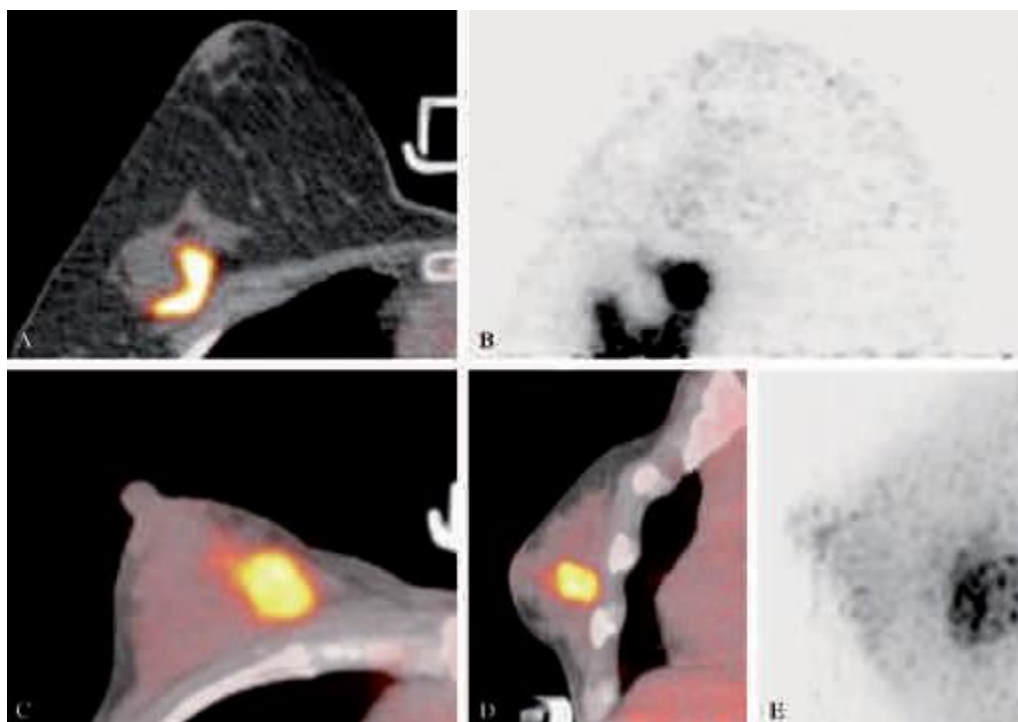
Captación de FDG en un tumor cercano a músculo pectoral con área de necrosis en su interior. En imágenes inferiores se muestra la captación de otro tumor en una mama de poco volumen. Fuente: B. B. Koolen, T. S. Aukema, A. J. G. Martínez, W. V. Vogel, L. C. Ontanaya, and M. J. T. Peeters, "First clinical experience with a dedicated PET for hanging breast molecular imaging" Q J NUCL MED MOL IMAGING 2012;56:1-2.
